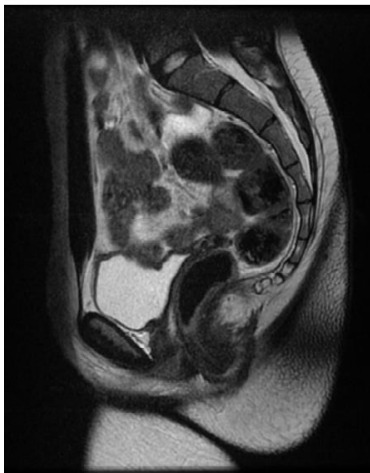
Corte sagital RM pelvis
